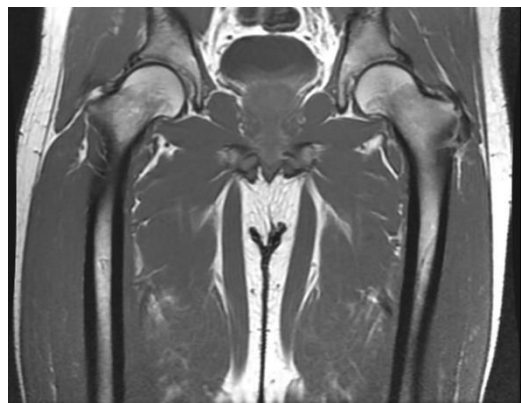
Resonancia magnética caderas. Fuente:
